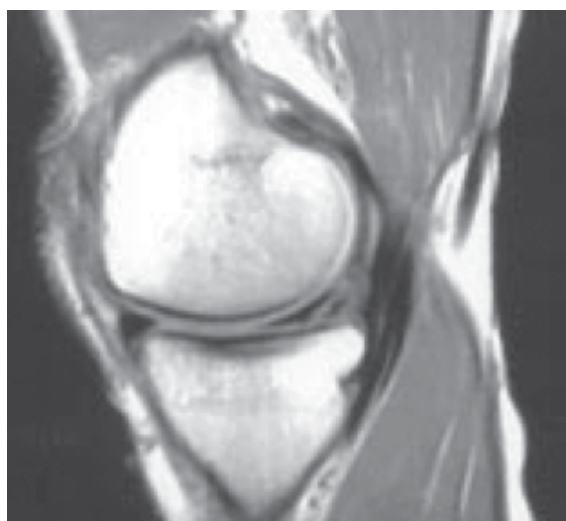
МРТ ознаки пошкодження меніска 3-го типу [5]
